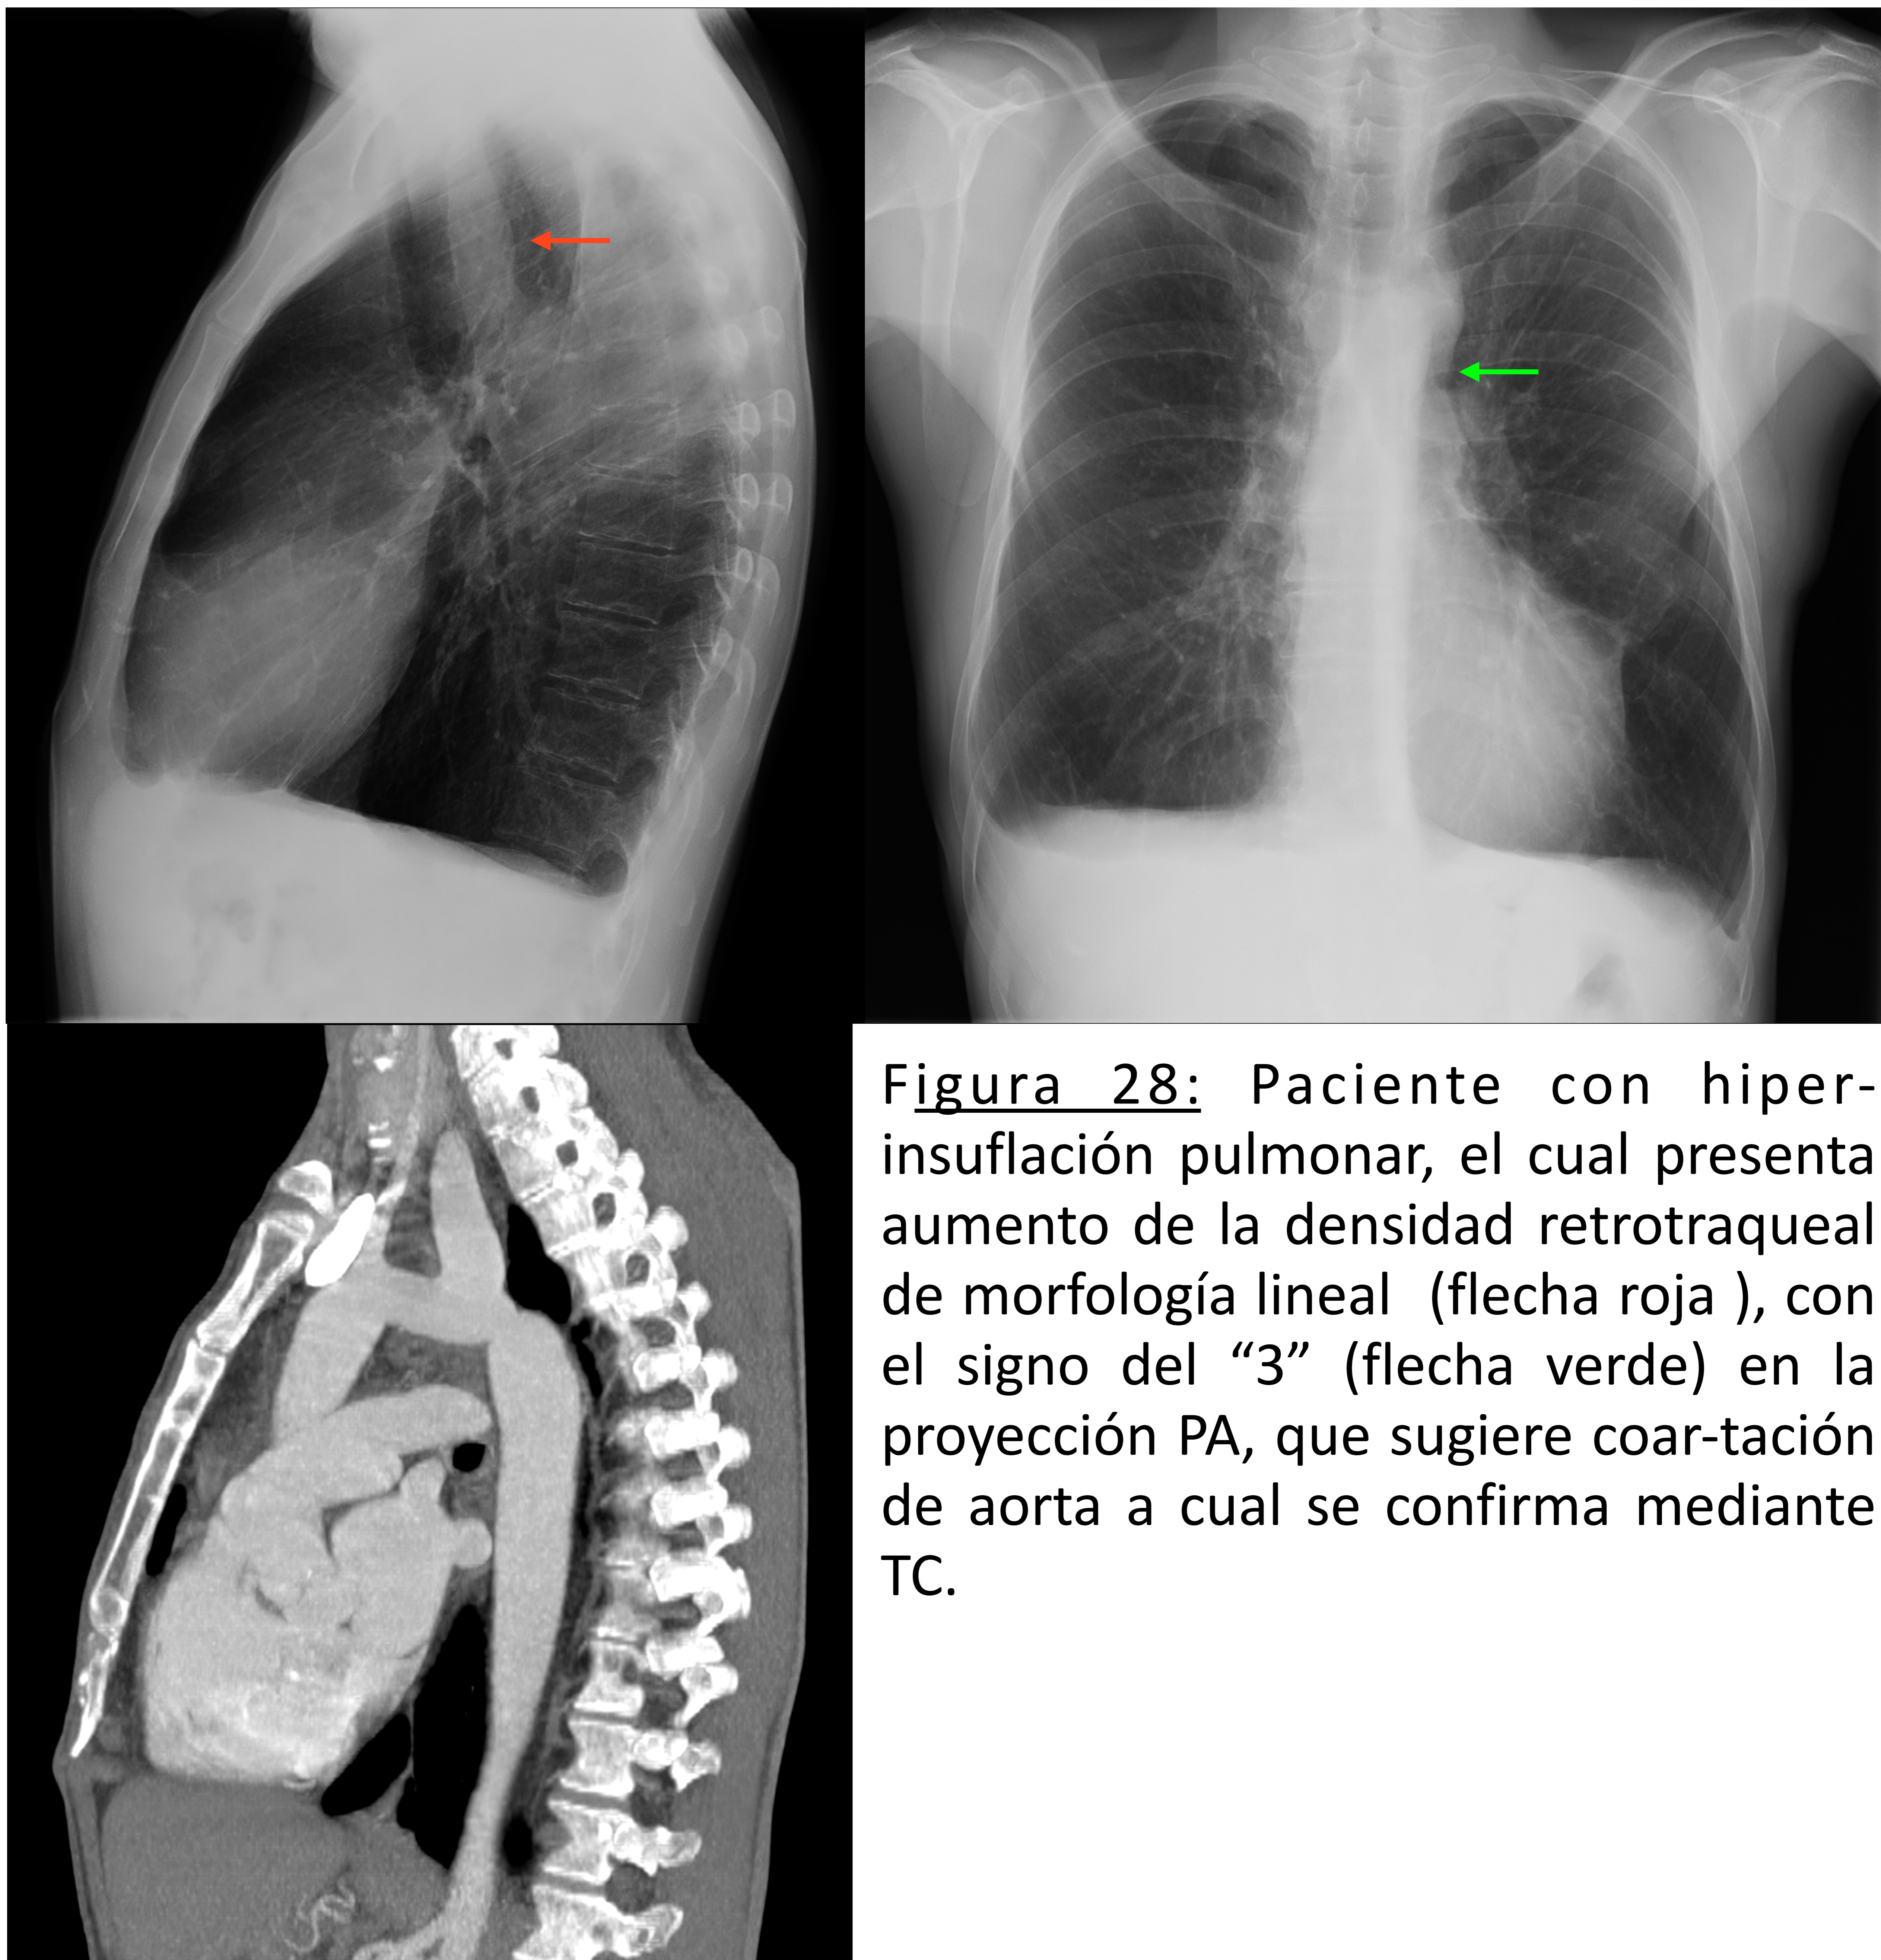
Paciente con hiperinsuflación pulmonar, el cual presenta aumento de la densidad retrotraqueal de morfología lineal (flecha roja), con el signo del "3" (flecha verde) en la proyección PA, que sugiere coarctación de aorta a cual se confirma mediante TC.
